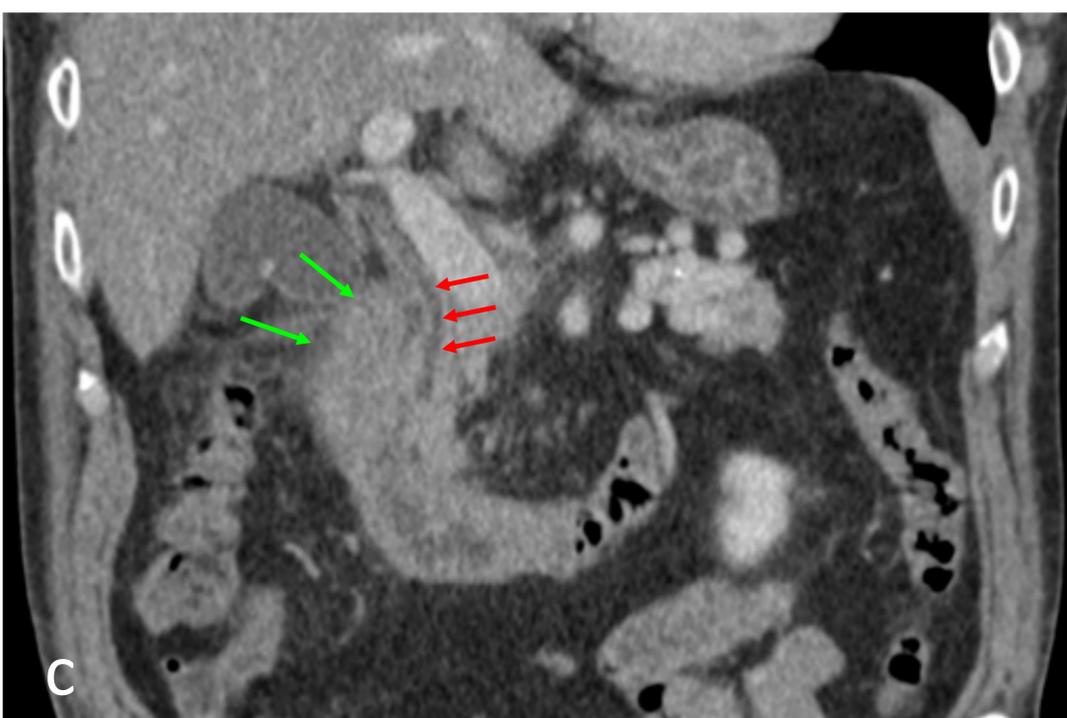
Imagen c. TC abdominal en un paciente con PA, observando cambios inflamatorios reactivos en segunda porción duodenal (*flechas verdes*) y conducto biliar común (*flechas rojas*).
